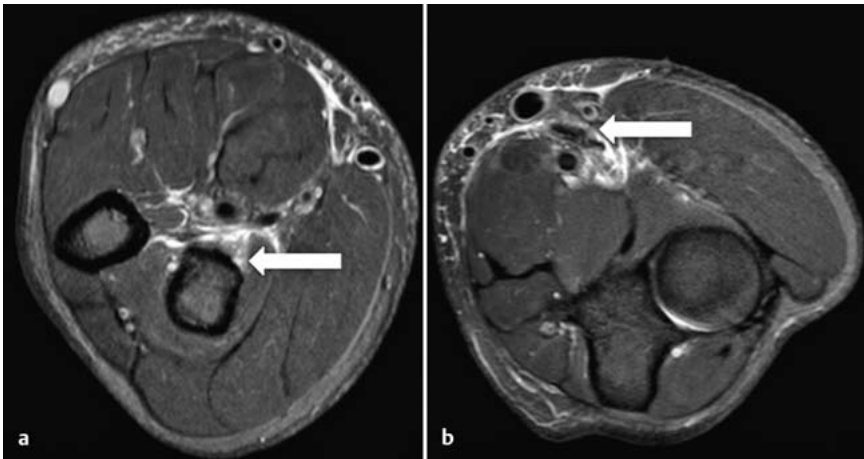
a und b MRT bei kompletter Ruptur der distalen Bizepssehne links. a Tuberositas radii (Pfeil) mit fehlender Sehne und deutlichem Umgebungsödem. b Bis auf Höhe der Ellenbeuge retrahierter Sehnenstumpf (Pfeil).
